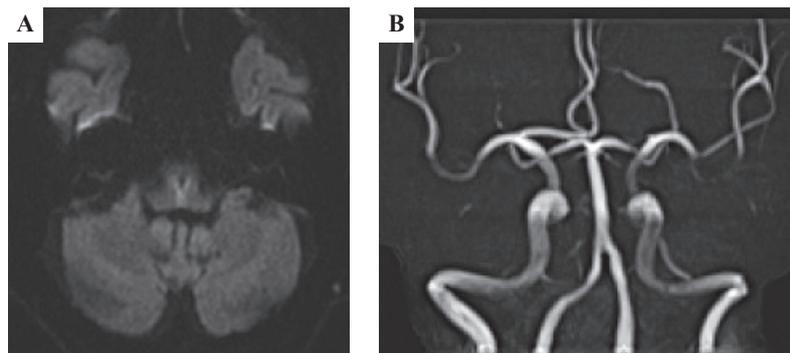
Image findings at the administration. A: MRI diffusion-weighted images (DWI) showed a fresh bilateral medullary ischemic region from the anterior medial medulla to posterior (heart appearance sign). B: MRA showed no stenosis at the vertebrobasilar artery.
